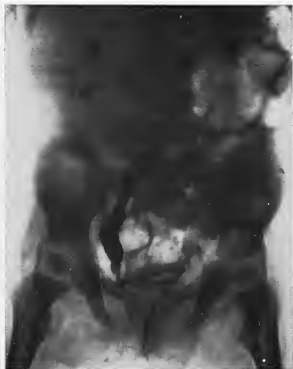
(Obs. II). — La radiographie, faite après injection de 1 cmc. 1/2 de solution de ténébryl à 30 p. 100, montre, à droite, une dilatation notable et assez irrégulière de l'uretère, sus-jacente à un rétrécissement de son extrémité inférieure. (Radiographie de M. TRUCHOT.)
